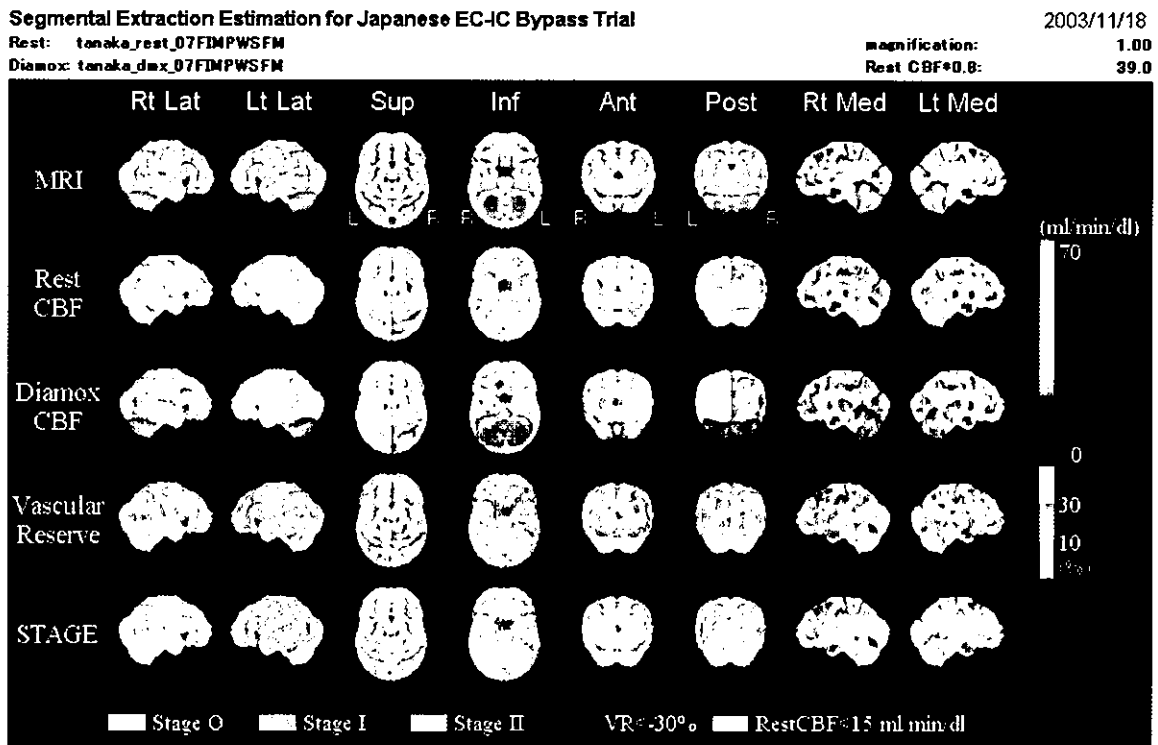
モヤモヤ病症例術前の脳血流 SPECT 定量画像の SEE 解析結果
